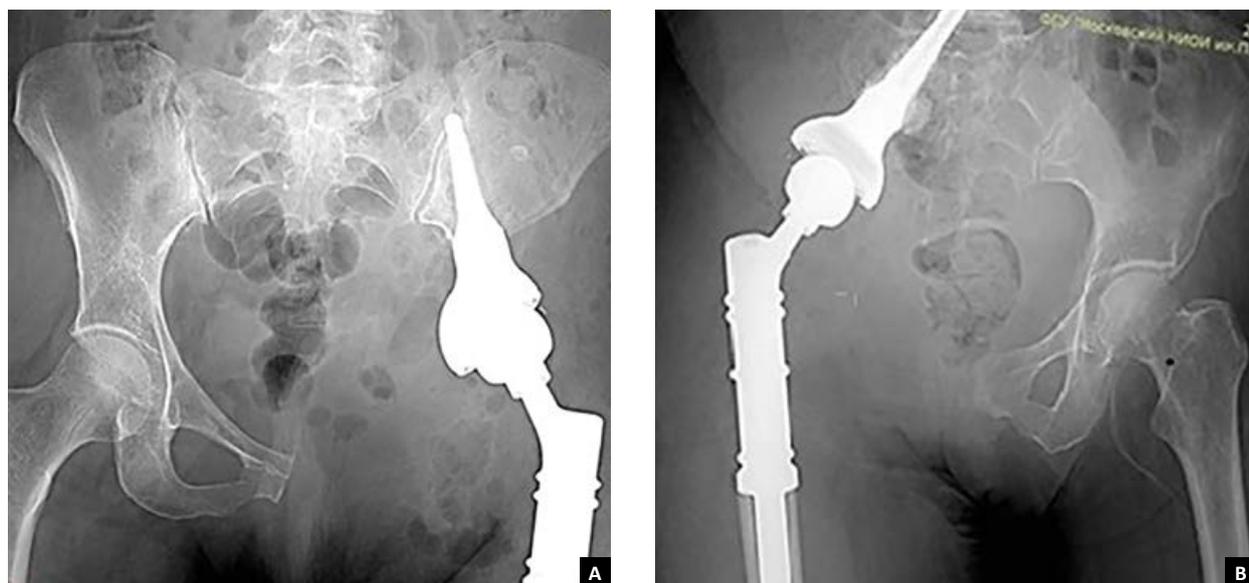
Рентгенограмма костей таза. А – тазовый модуль эндопротеза имплантирован в подвздошную кость; Б – тазовый модуль эндопротеза имплантирован в крестец.
